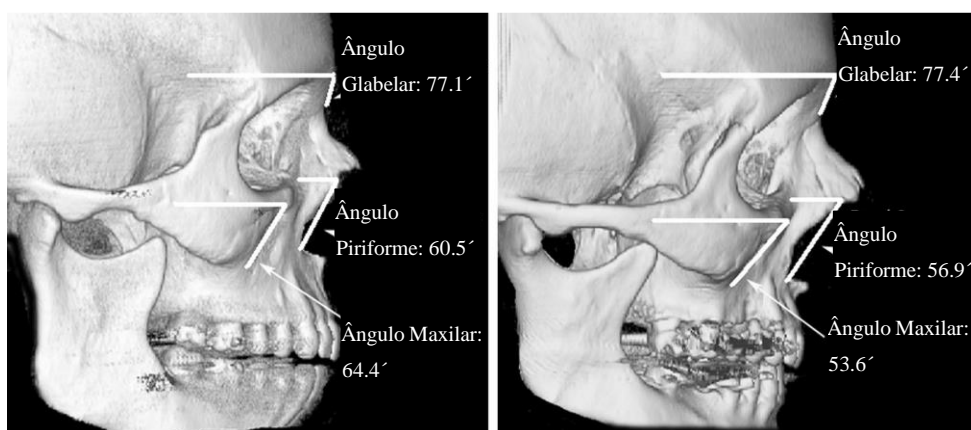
Tomografia computadorizada mostrando o ângulo maxilar - reduzido no indivíduo idoso. Imagem da esquerda corresponde ao indivíduo jovem e a imagem da direita corresponde ao indivíduo idoso (Shaw & Kahn, 2007).
